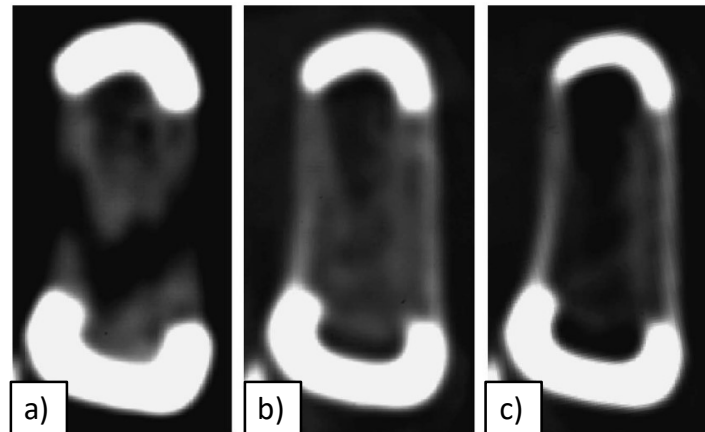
CT-Aufnahmen nach der Distraction in der Tibia von Kaninchen. a) Axiale Aufnahme an Tag 21; b) Aufnahme an Tag 35; c) Aufnahme an Tag 49. Die Remodellierung des Knochens ist deutlich zu erkennen. *Aus Matsuyama (2005) mit Berechtigung*
